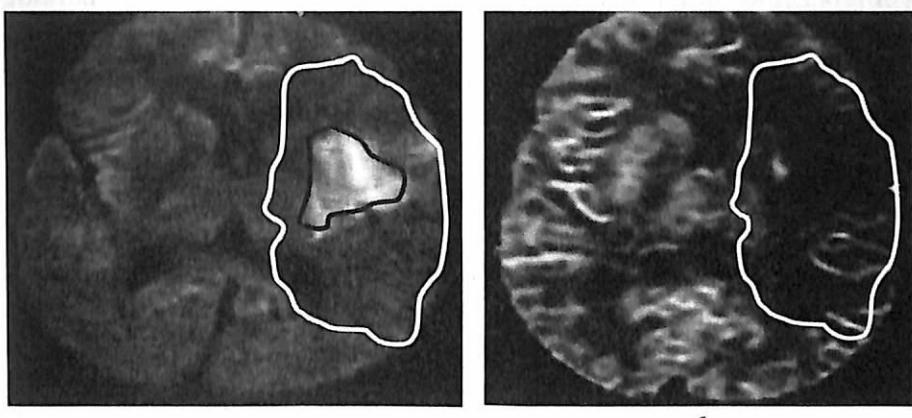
МРТ головного мозга в режиме ДВИ (а) и перфузионного взвешенного изображения (б). Исследование выполнено через 90 мин от начала заболевания. Белой линией обозначена область гипоперфузии, черной – ядерная зона инфаркта. Между двумя областями находится пенумбра.
